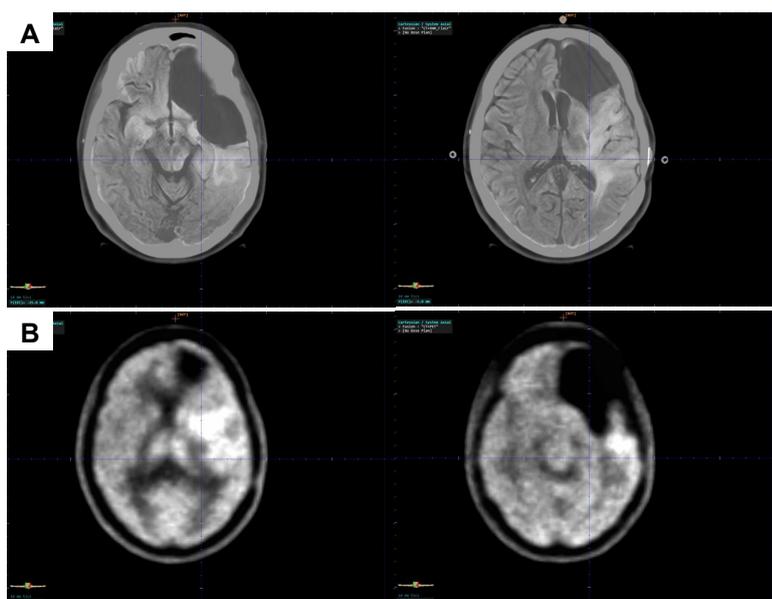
Cortes axiales. A. Fusión de la TC de simulación y RM FLAIR. B. Fusión del PET y TC de simulación.
